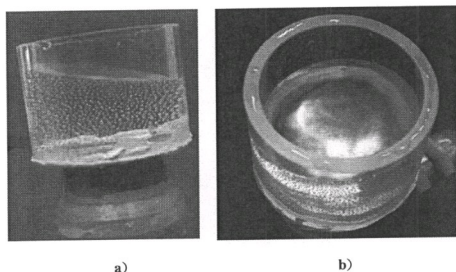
核查超声造成水表面变形试验布置的数个实例
